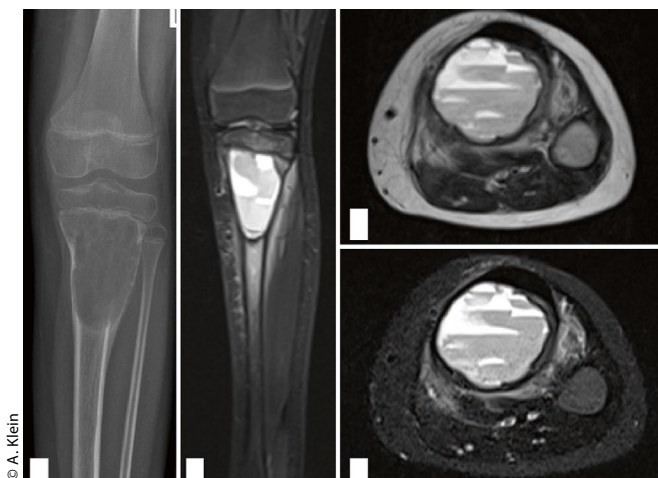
Aneurysmale Knochenzyste bei einem achtjährigen Mädchen an der proximalen Tibia links. In der MRT ist die Blutspiegelbildung klar zu erkennen.
